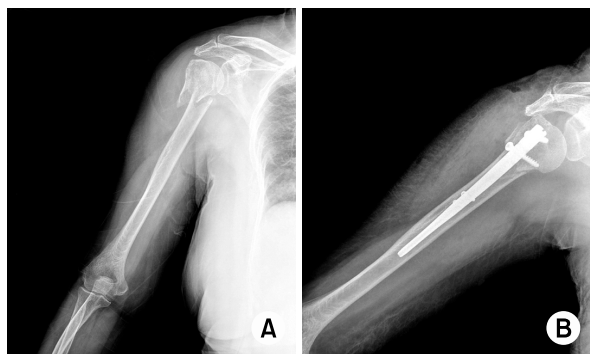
Internal fixation with intramedullary nail. (A) Preoperative X-ray. (B) Postoperative X-ray.
